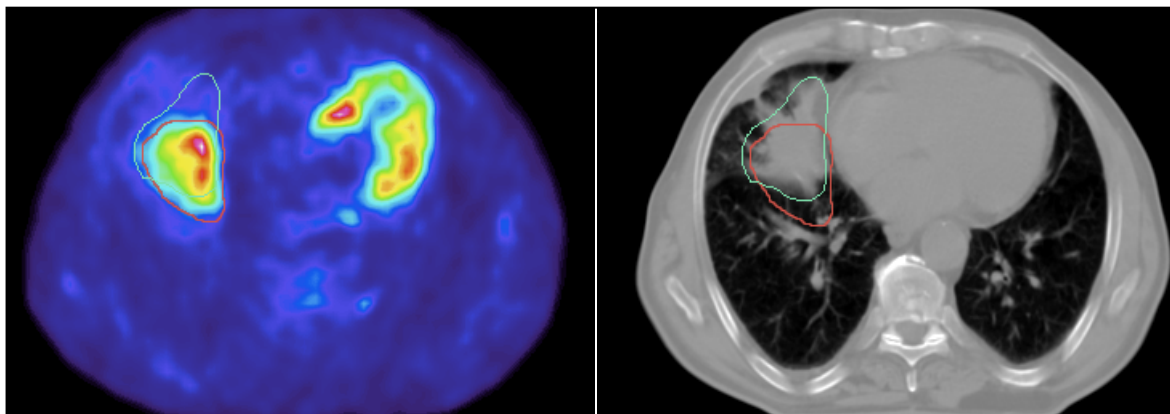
Imagem transaxial do tórax com 18F-FDG e PET, à esquerda, e por CT, à direita. Exemplo da delineação da área a irradiar em Radioterapia por PET, linha vermelha, e por CT, linha verde.
